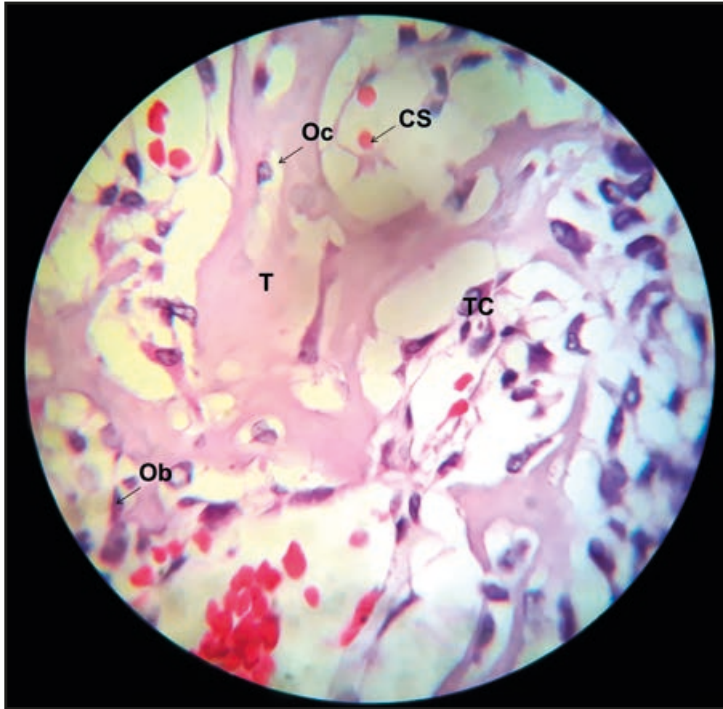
Ossificação intramembranosa. Oc: osteócitos; Ob: osteoblastos; T: trabécula óssea; TC: tecido conjuntivo; CS: células sanguíneas. Ampliação: 1.000x. (HE).
